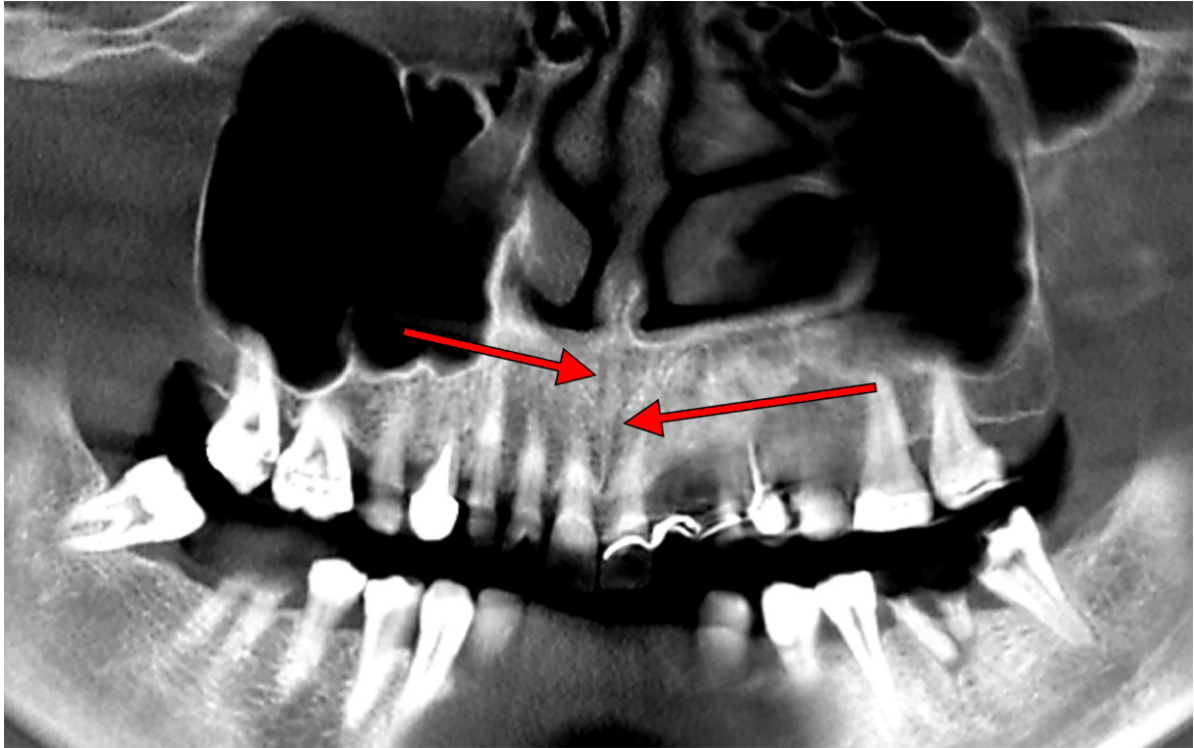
Ortopantomogramă digitală CBCT. Săgețile indică elemente vasculare în canalul nasopalatin/canalul incisiv al maxilei.
